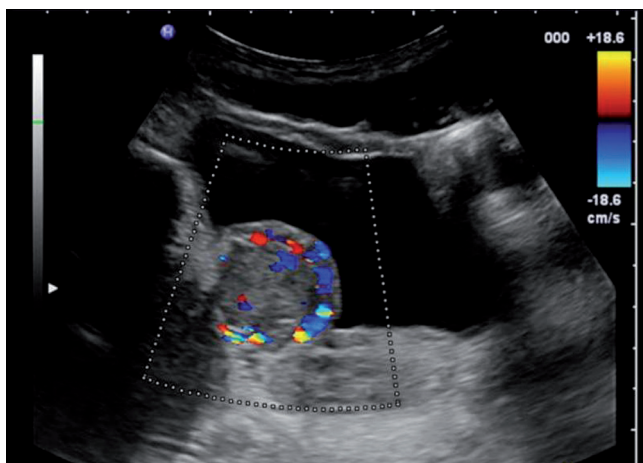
Distinct, irregular, circumferential hypervascularisation in conventional power Doppler imaging.
